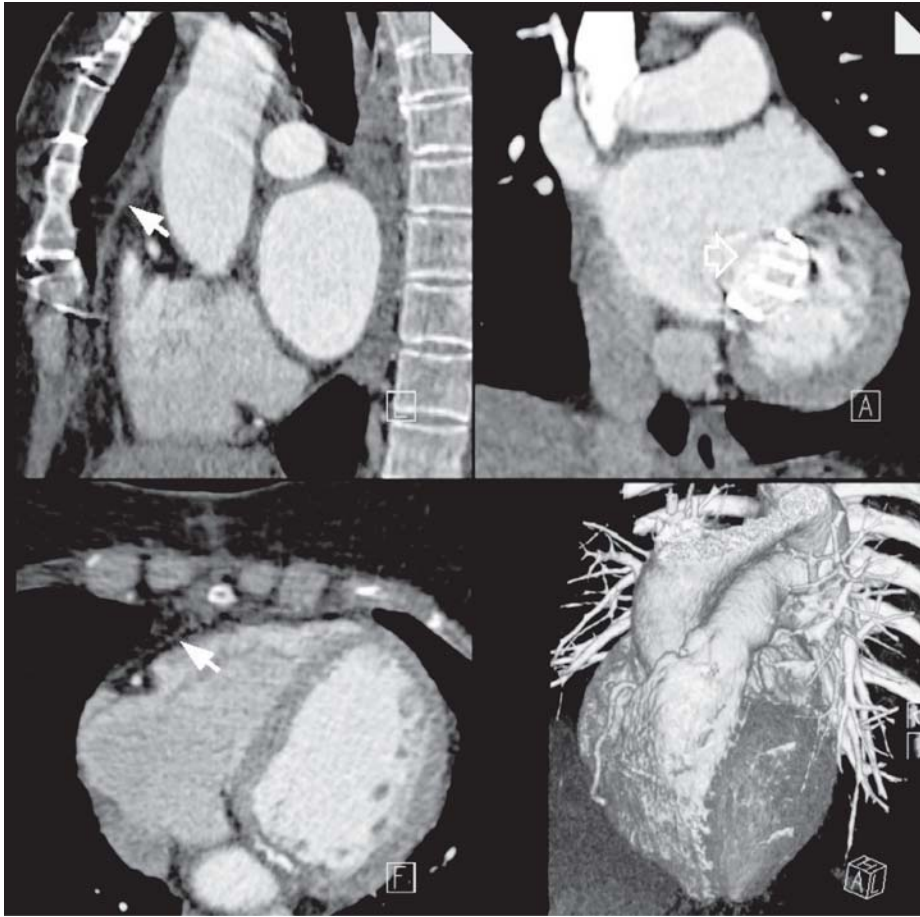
TC en paciente con prótesis valvular mitral (flecha abierta en la imagen superior-derecha). Las imágenes axiales y coronales muestran el cierre pericárdico tras la cirugía (flechas en imágenes de la izquierda).
